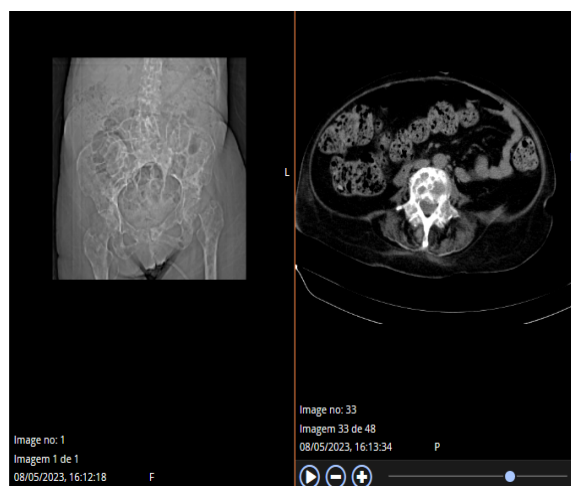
TAC abdominopélvico
